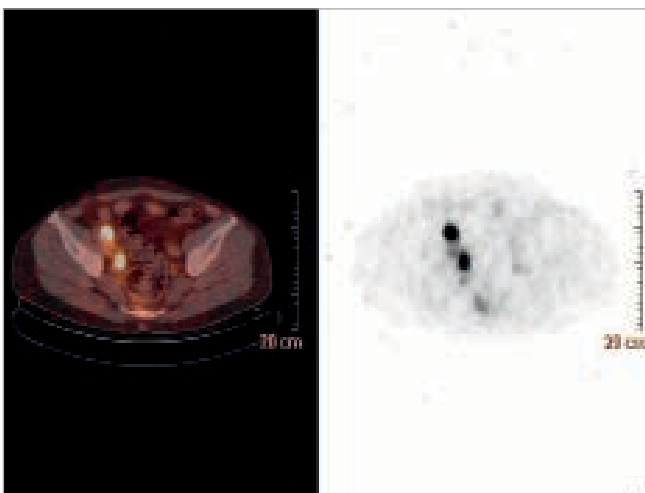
Patient mit zwei Lymphknotenmetastasen im PSMA-PET-CT im kleinen Becken, axiale Darstellung
